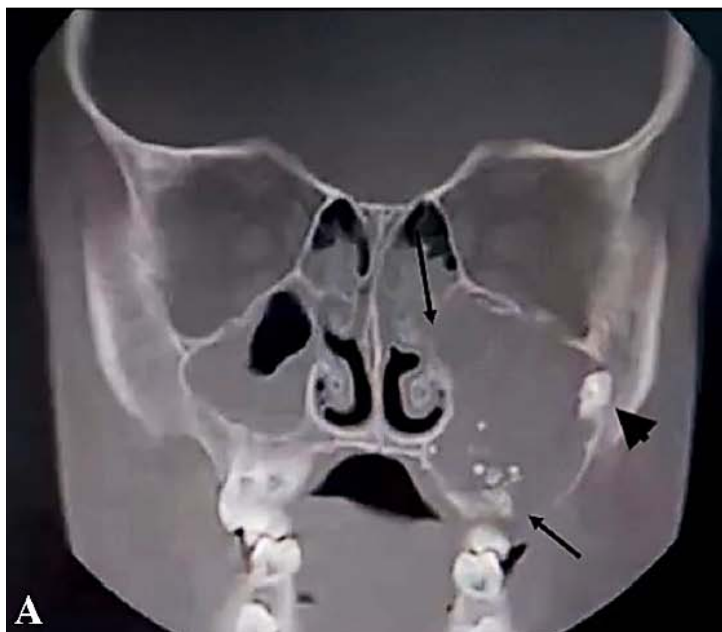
Tomografía computarizada de haz cónico en plano coronal de FOA. La lesión es radiolúcida con opacidades dispersas en el maxilar izquierdo. Se extiende superiormente al suelo de la órbita y medialmente a la pared de la cavidad nasal. Hay perforación ósea (flechas) y se puede observar afectación del segundo molar no erupcionado (punta de flecha). Fuente directa: Soluk-Tekkesin M, *et. al.*⁽³⁾
